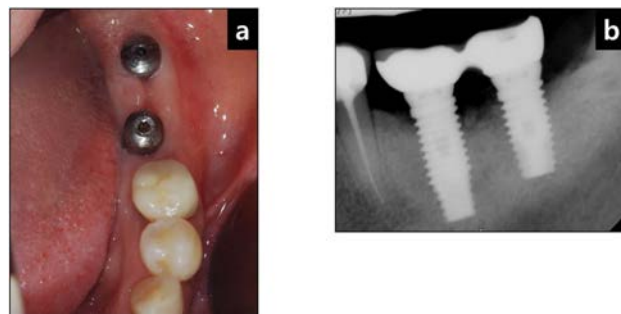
(a) In clinical observation, good healing state is obtained. (b) 6 months later, bone regeneration is found on periapical radiograph.
